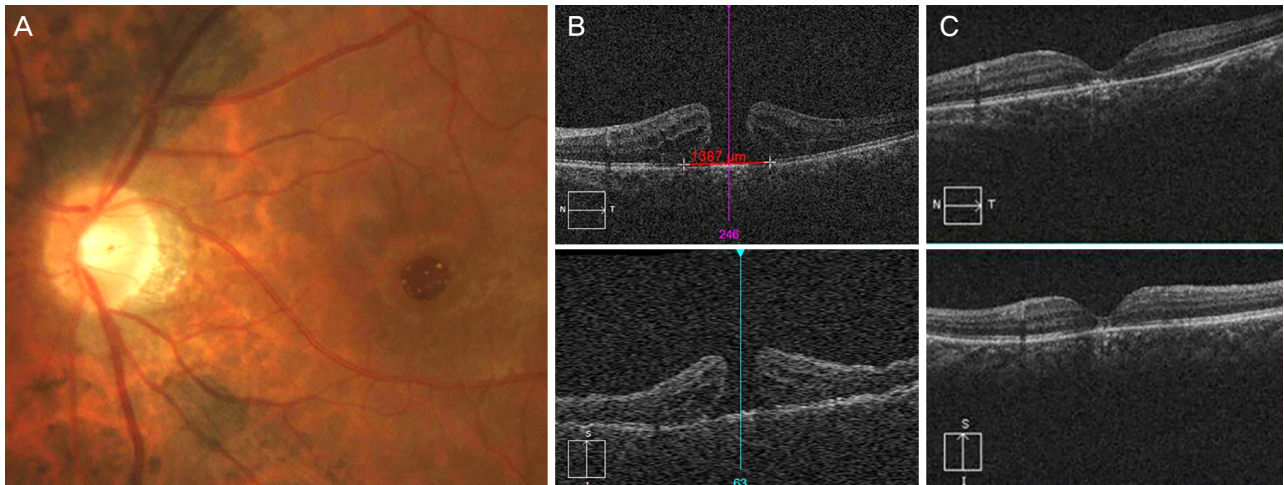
A case of full thickness macular hole in 38-year-old-male. Preoperative color fundus photography (A) and optical coherence tomography (OCT) (B) of the left eye demonstrated large macular hole (hole base: 1,387 μ m). 13 days after surgery, type 1 closure of hole was detected in OCT scan image (C). logMAR vision improved from 1.20 to 0.70.
